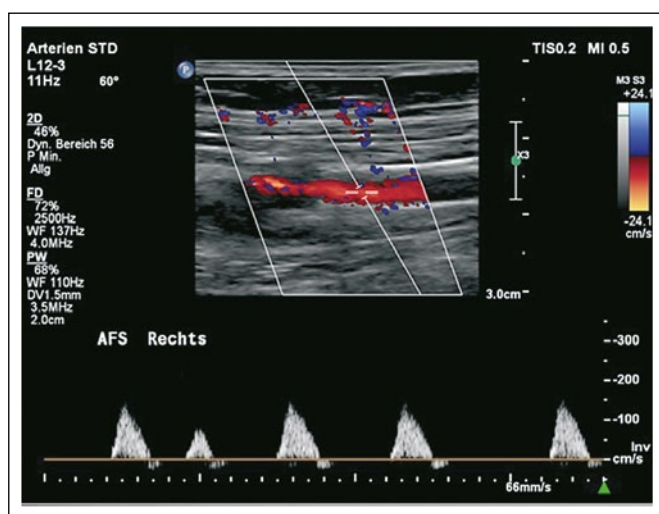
Duplexsonographischer Beweis der erfolgreichen PTA (siehe Abb. 1 zum Vergleich), kein Anhalt für Komplikation.
